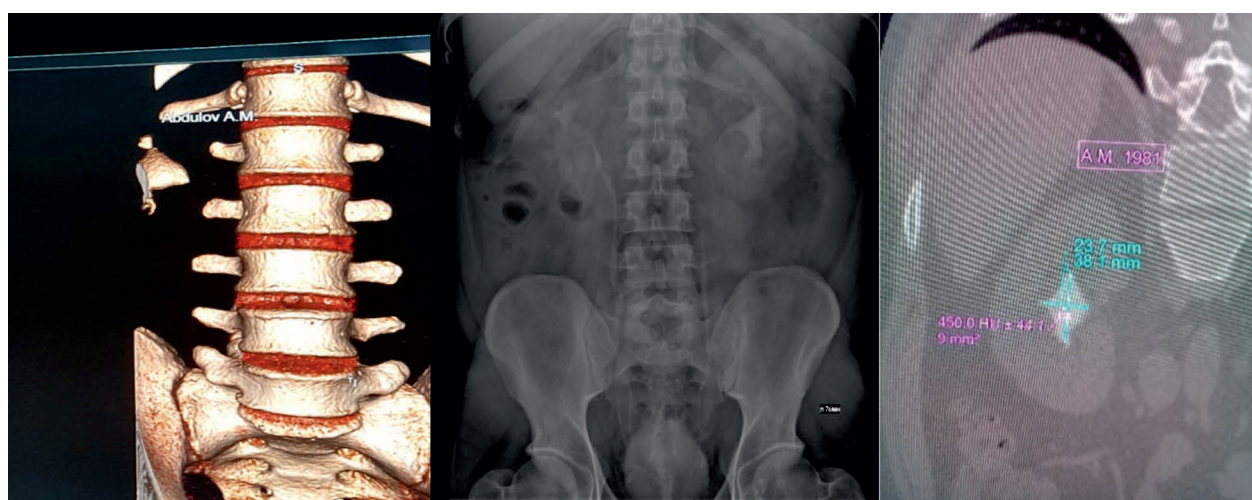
451-й военный госпиталь. КТ в режиме 3D, экскреторная урография и определение структурной плотности конкремента по шкале Hounsfield у военнослужащего А.А.М., 37 лет, с МКБ (коралловидный камень лоханки правой почки)
